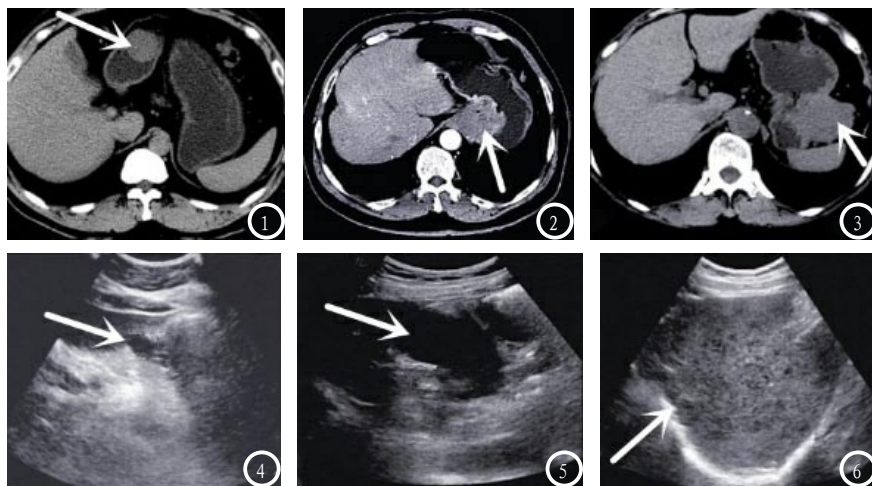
图1及图4为同一患者MSCT与超声图像,肿瘤直径约3cm;图2及图5为同一患者MSCT与超声图像,肿瘤直径约6cm;图3及图6为同一患者MSCT与超声图像,肿瘤直径约10cm。
